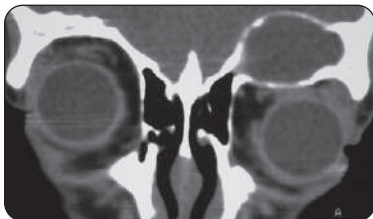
TDM en coupe coronale d'une mucocèle frontale gauche
